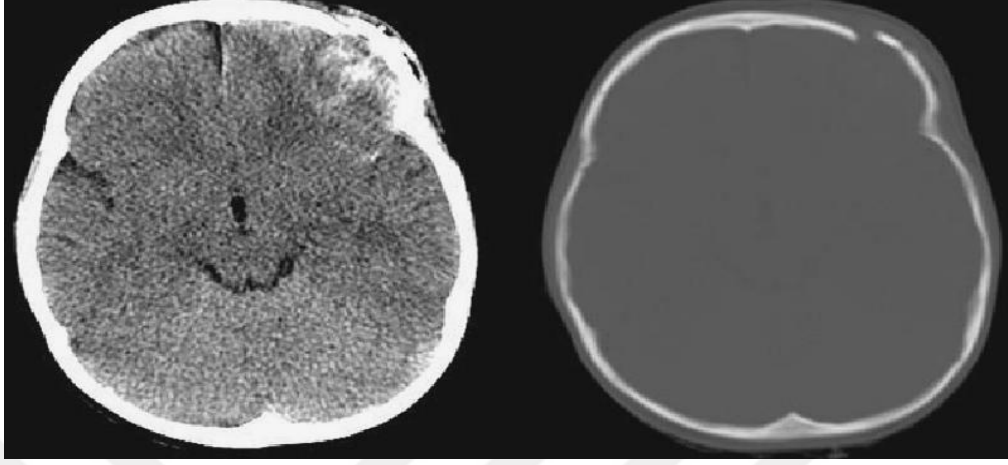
Lineer fraktürün BT görüntüsü. Ok işareti lineer fraktür, yıldızlı işaretler normal kranial suture hatları (37)
